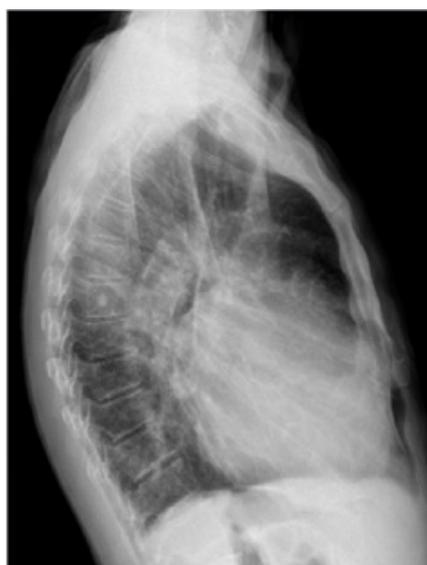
Radiografía de tórax PA y perfil, pos tratamiento
